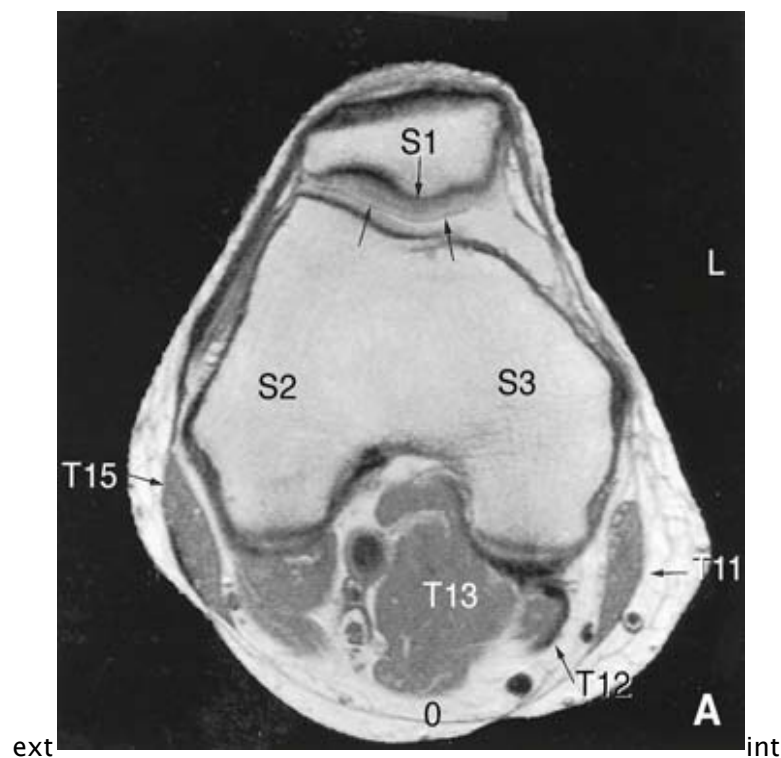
IRM de genou droit en coupe axiale passant par le compartiment fémoropatellaire
